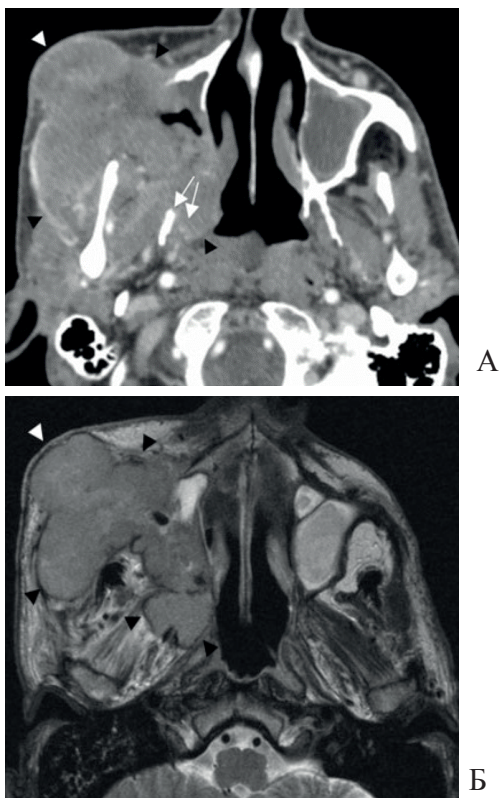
Плоскоклеточный рак. А – КТ. Б – МРТ.
